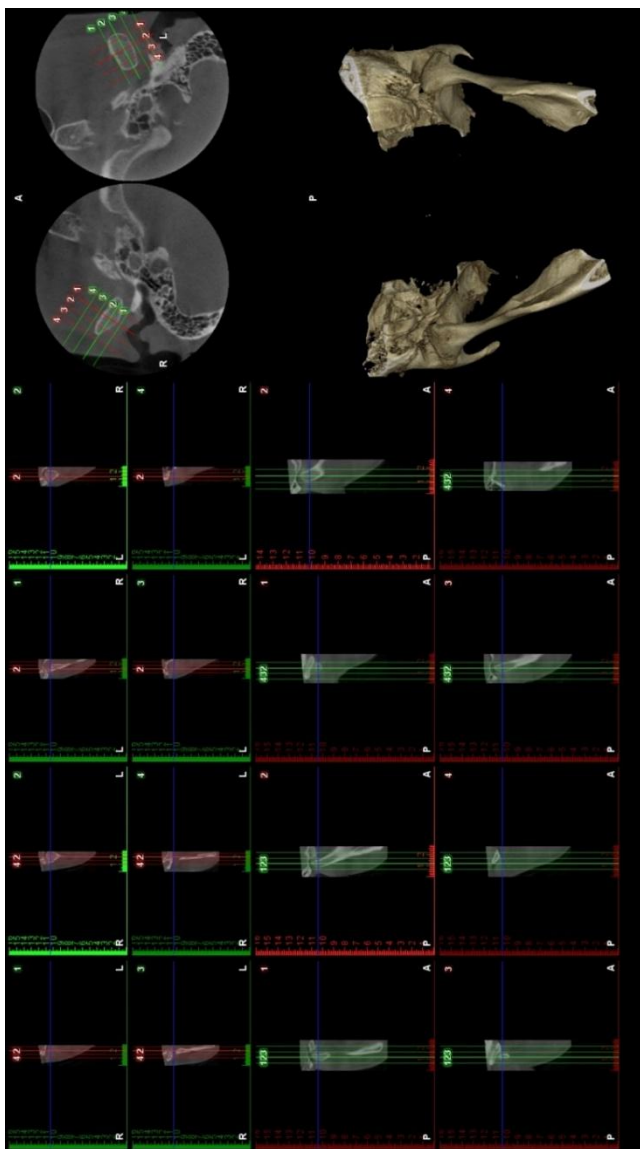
Axial and coronal sections and section lines of the right and left TMJ as seen on a CBCT image with (3D) reconstruction from bottom.
